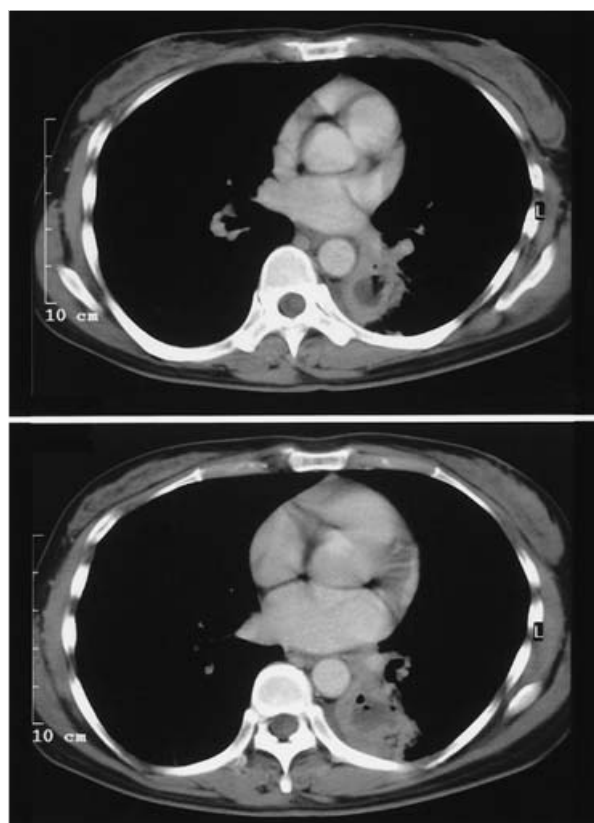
初診時の胸部CT像。内部に低吸収域と含気を有する腫瘤が左S⁶に存在している。
